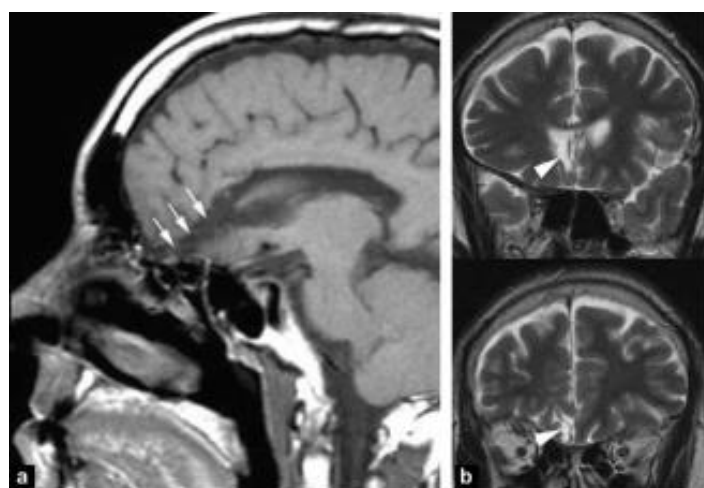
Séquelles parenchymateuses d'une effraction de l'étage antérieur découverte à l'occasion d'une épilepsie. L'interrogatoire retrouve dix ans auparavant une chirurgie sinusienne avec céphalées intenses et rhinorrhée immédiates non explorées et spontanément Résolutives : a : IRM coupe sagittale en pondération T1 montrant la séquelle d'une pénétration instrumentale de trajet oblique en haut et en arrière jusqu'à la cavité ventriculaire (flèches) : b : IRM coupes coronales en pondération T2. Lésion parenchymateuse basifrontale (tête de flèche) s'étendant jusqu'à la tête du noyau caudé. Une coagulation ou un tamponnement sont les moyens les plus utilisés pour assurer l'hémostase.
